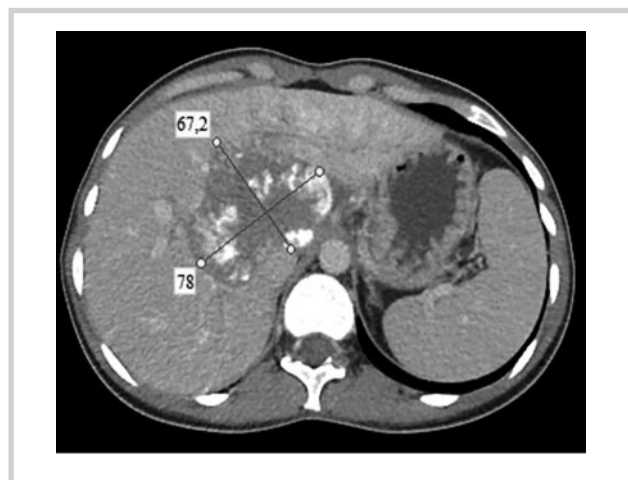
КТ-картина после 4 курсов химиоэмболизации.
